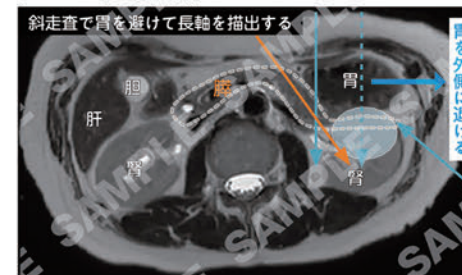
動画1 脾尾部の描出不良部位：MRI との比較
